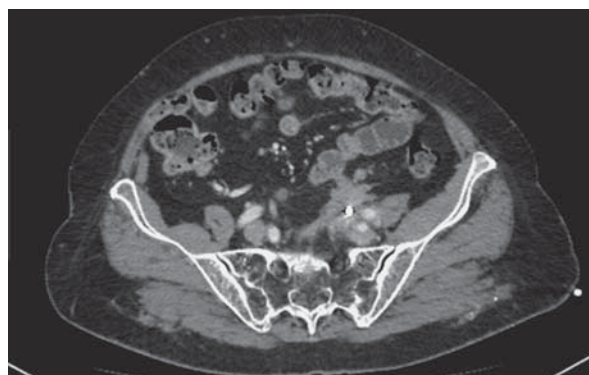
МСКТ-изображение рака прямой кишки. Рецидивный опухолевый конгломерат, вовлекающий петли тонкой кишки и сигмовидную кишку, фиксированный к стенкам таза, контакт со слепой кишкой, деструкция крестца.
